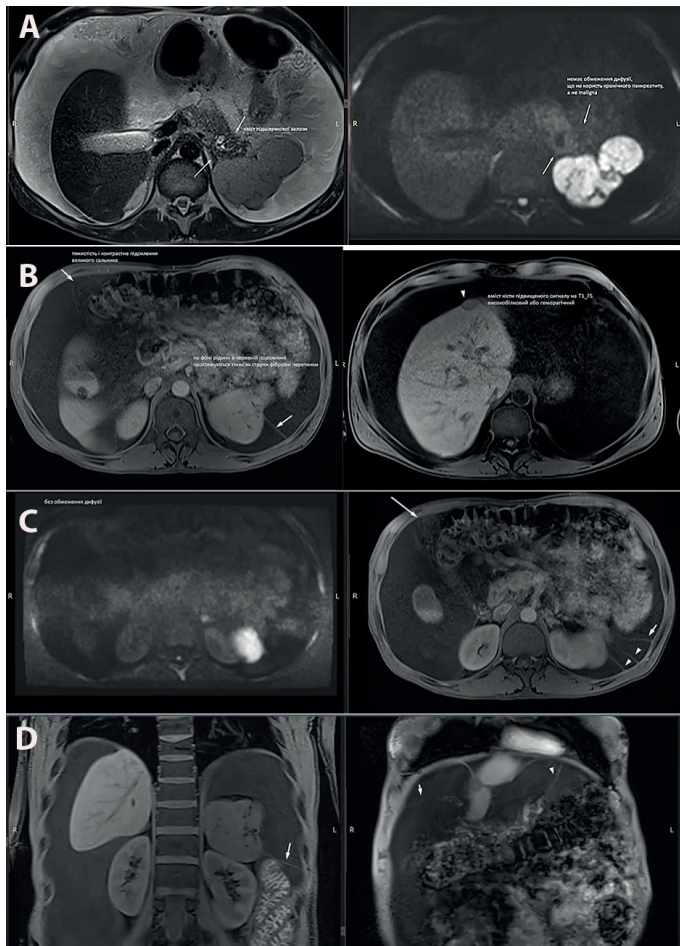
МРТ органів черевної порожнини пацієнта Б., 38 років (власне спостереження): А — оклюзія селезінкової артерії та вени з наявністю численних рубців селезінки як наслідок повторних інфарктів; В — хвіст ПЗ фіброзно змінений, не обмежує дифузію контрасту; С — кистозне вогнище в печінці має в'язкий високобілковий вміст, аваскулярне (кіста (?), залишки чи наслідки гематоми (?)); локулярний асцит, візуалізуються «фіброзні струни» в очеревині, тяжистість сальника; D — портальна вена прохідна, верхня брижова вена в середньому сегменті звужена, має колатералі
